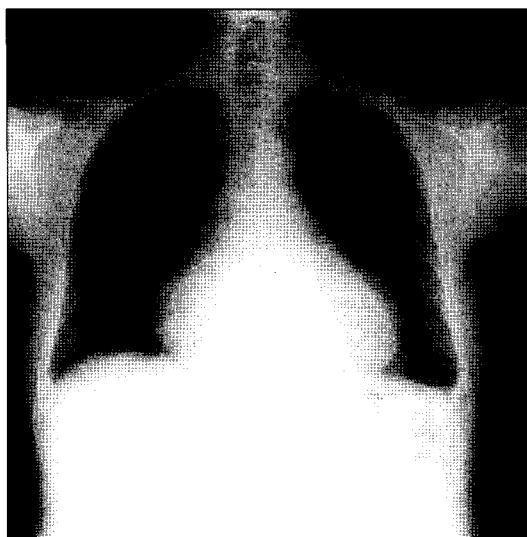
Chest x-ray shows cardiomegaly and blunting of costophrenic angle.
